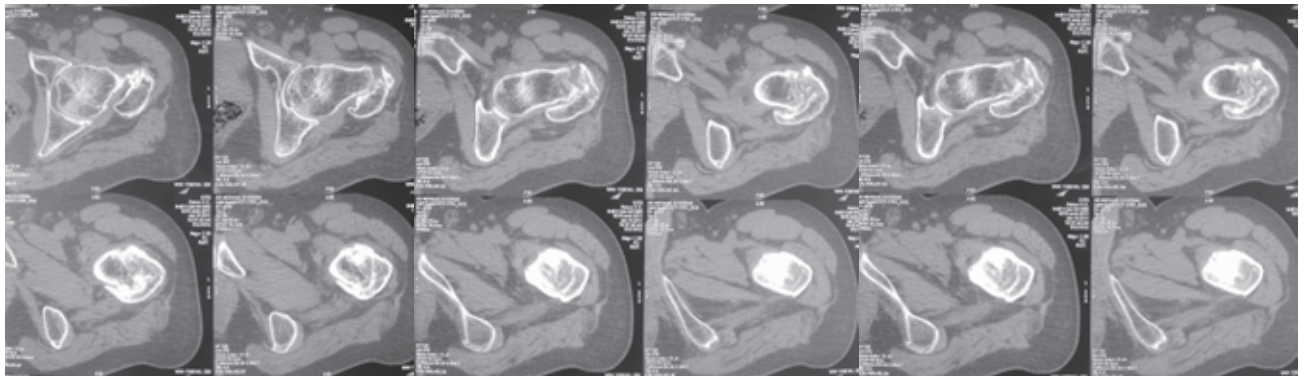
Больной П., 45 лет. 19.01.2011. КТ-граммы левой бедренной кости через 5 мес. после начала лечения
